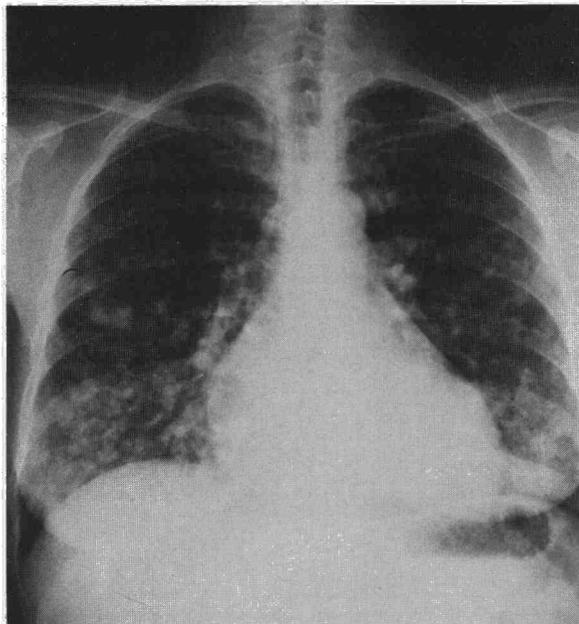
Radiografía antero-posterior del caso 2.
